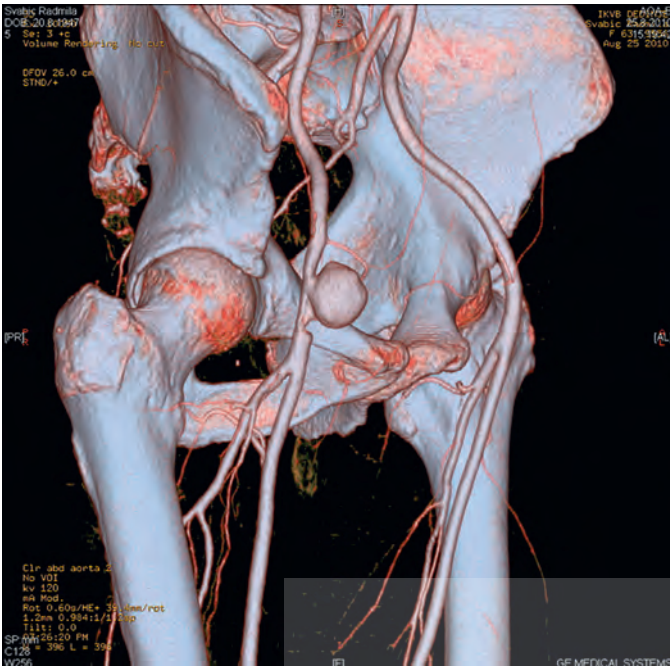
Pseudoaneurisma: reconstrucción 3D de CT de un paciente con pseudoaneurisma femoral (flecha negra). (Reproducida con permiso (revista de acceso abierto) de Predrag Matic y cols.: *Case Rep Vasc Med* 2012, Artículo ID 292945, 4 páginas, 2012, doi:10.1155/2012/292945).
